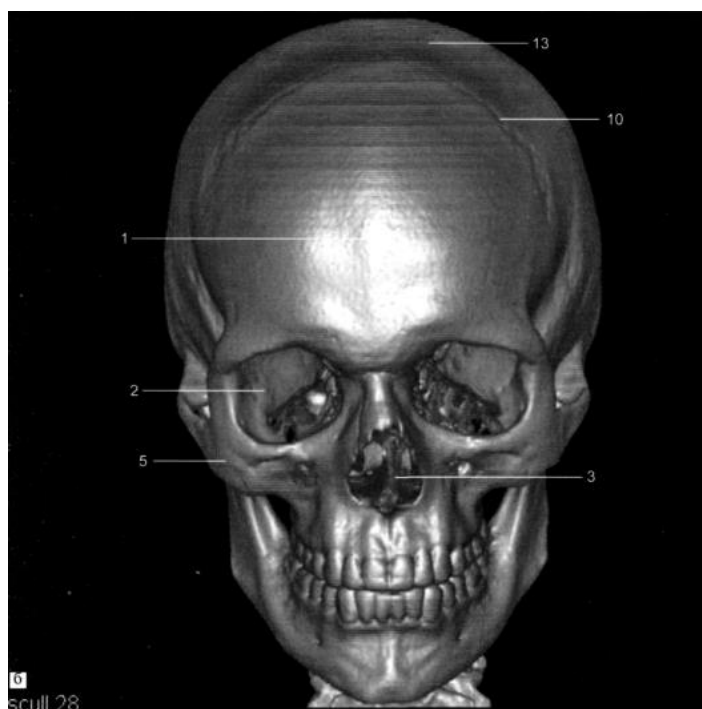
КТ черепа. Трехмерная реконструкция. а - боковая проекция: 1 - лобная кость; 2 - орбита; 3 - носовая перегородка; 4 - верхнечелюстная пазуха; 5 - скуловая кость; 6 - ветвь нижней челюсти, 7-турецкое седло; 8 - височная кость; 9 - ламбдовидный шов; 10 - венечный шов; 11 - основная пазуха; 12 -затылочная кость; 13 - теменная кость.
